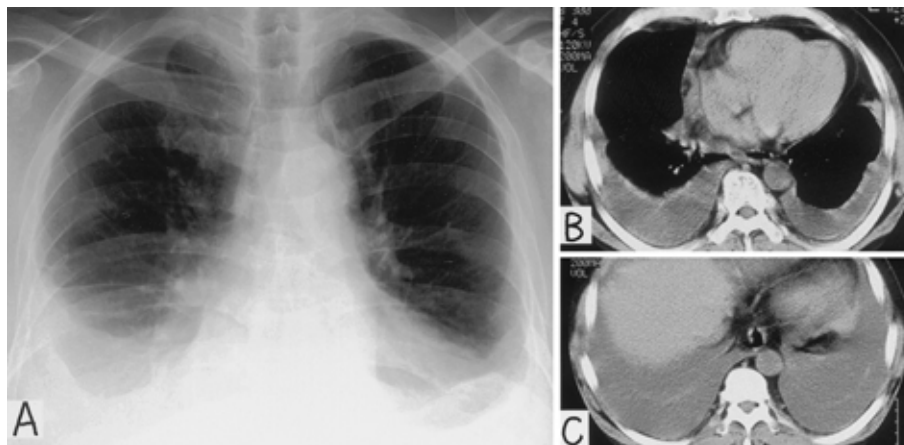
A : Chest radiograph on 2 nd admission showing bilateral pleural effusion. No congestion or consolidation is observed. B, C : Chest CT scan on 2nd admission showing bilateral moderate pleural effusion.
